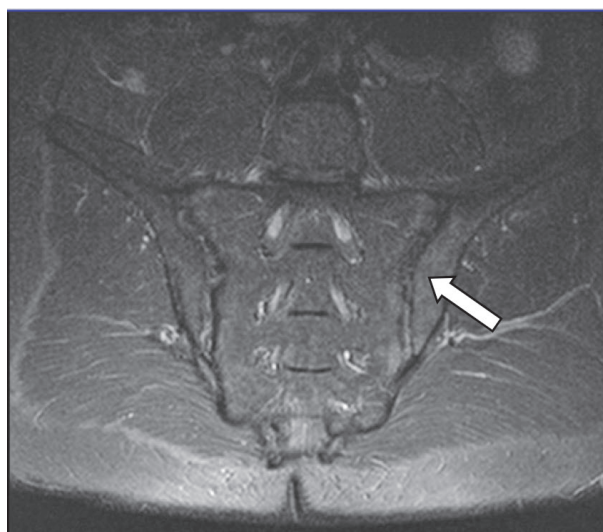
Активный сакроилиит, более выраженный слева. МРТ крестцово-подвздошных суставов. T1-взвешенный режим
